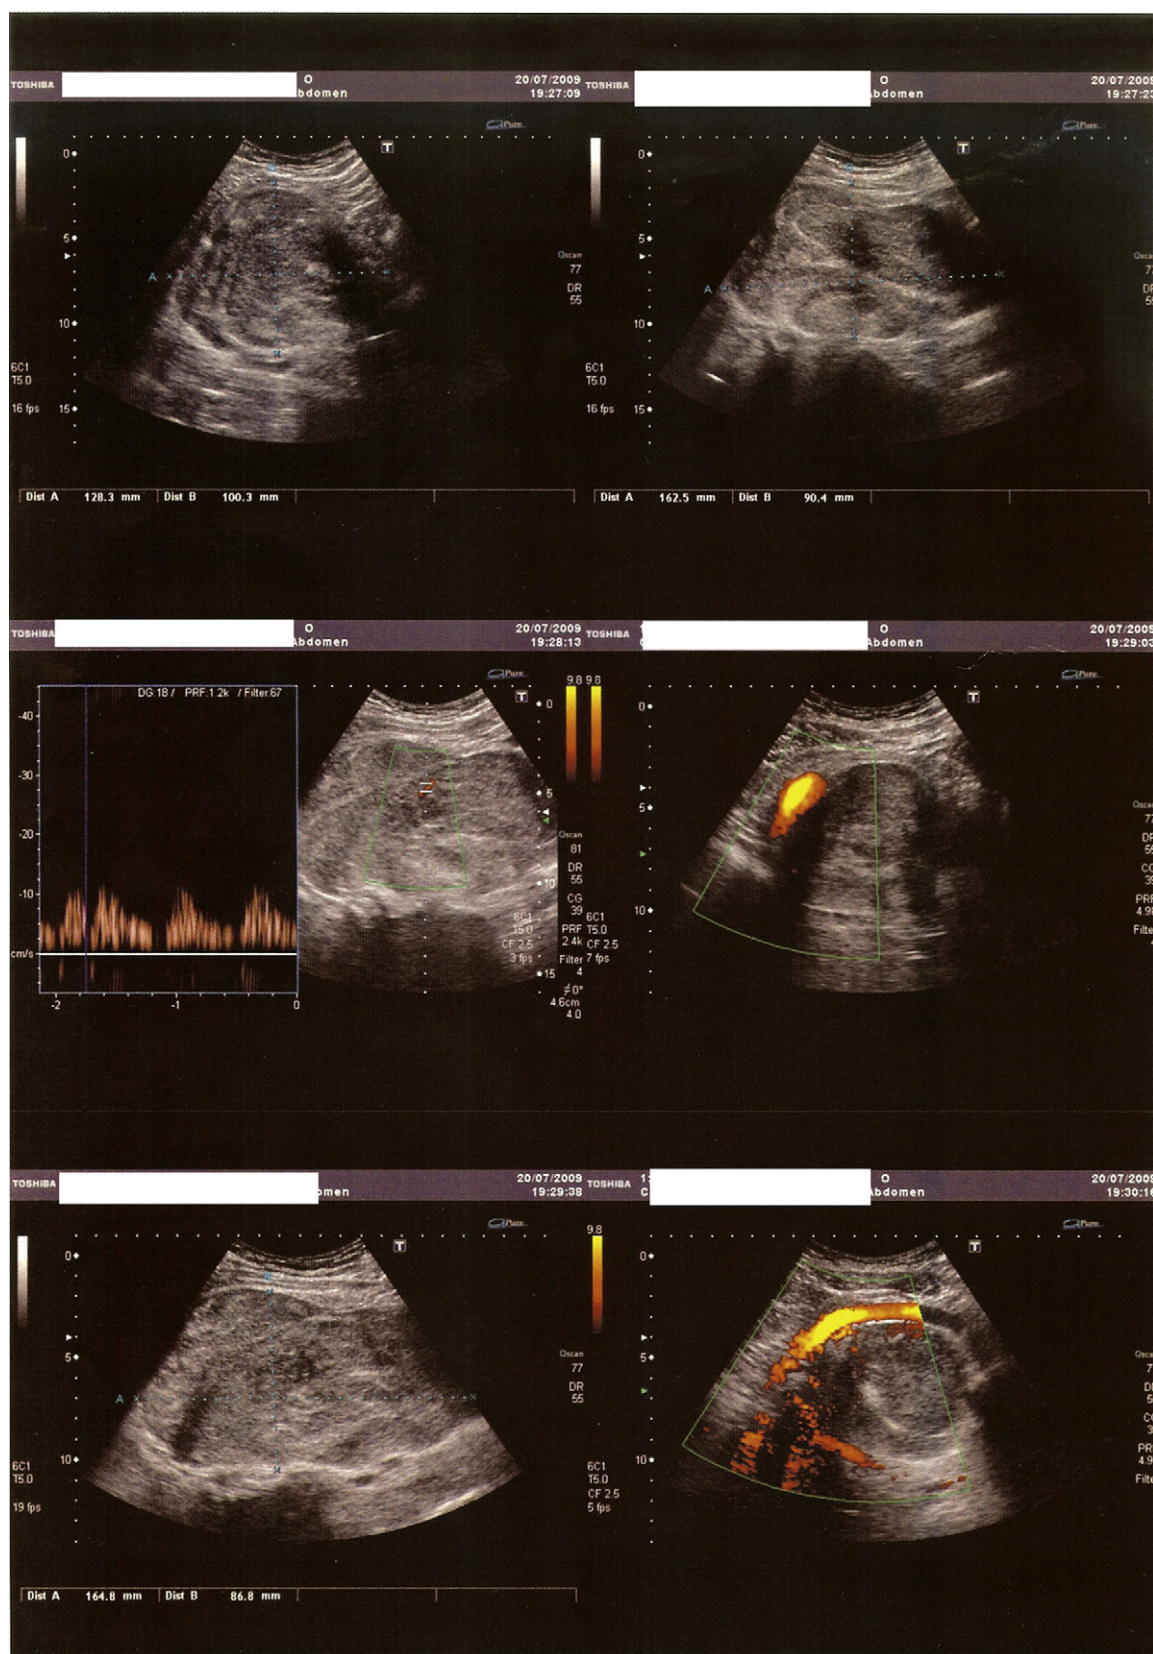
Ecografía abdominal. Masa sólida, de ecogenicidad media, con vasos de mediano calibre, no calcificada, sin áreas líquidas, que se origina en la pelvis menor detrás de los grandes vasos ilíacos, que son desplazados en dirección medial a la misma. Las dimensiones máximas son de 15 x 9 x 12 cm. Contacta con la estructuras óseas del suelo pélvico y del promontorio.
